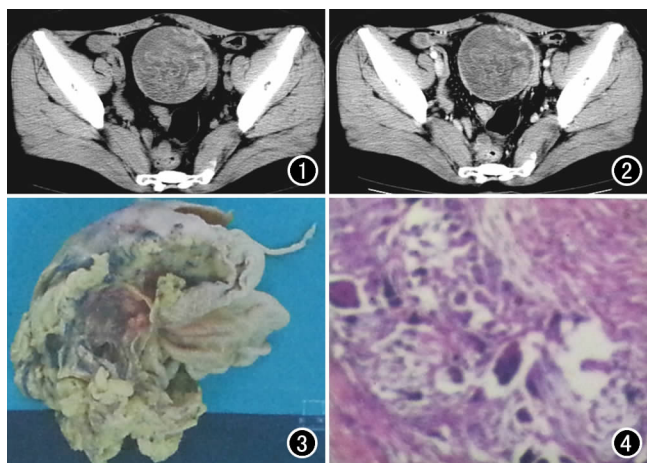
CT 平扫示盆腔类圆形肿块, 内见漂浮征象。
